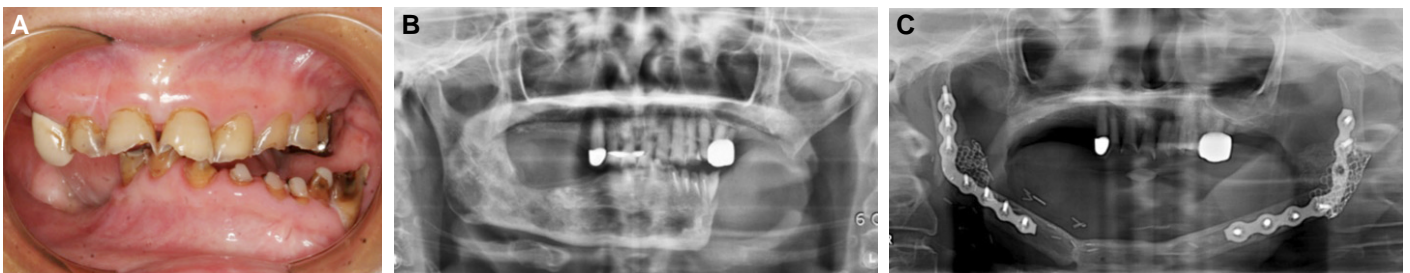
Pretreatment condition. (A) Frontal view, (B) radiograph after mandibulectomy, (C) radiograph after surgical reconstruction.
